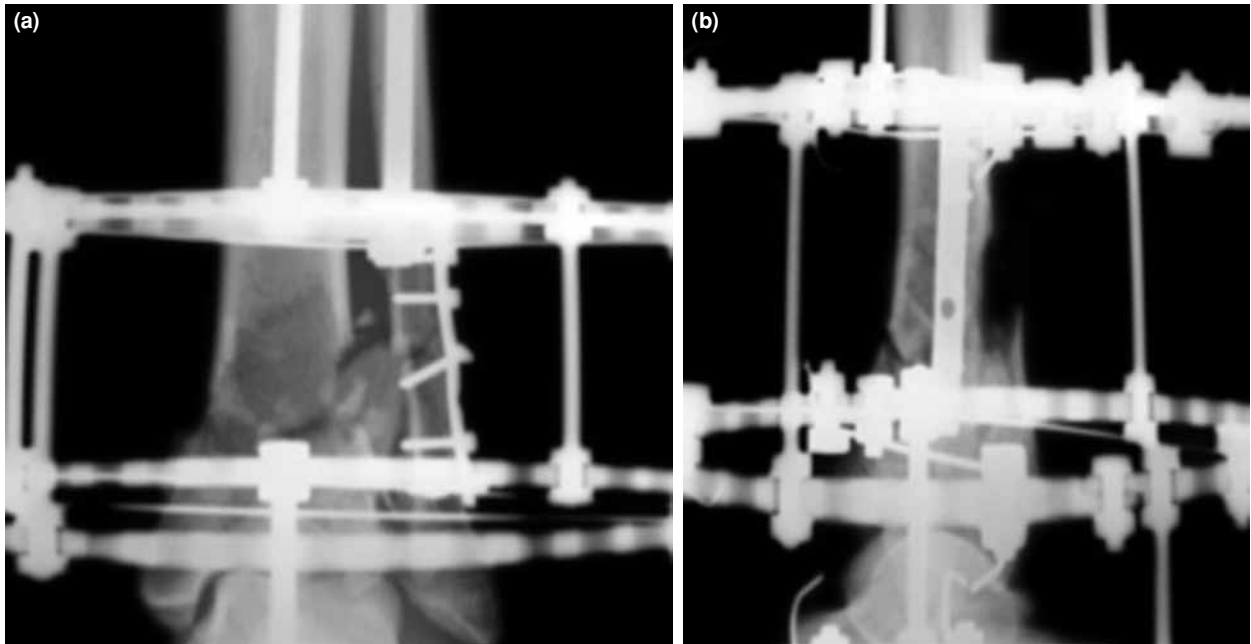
(a) Ruedi Allgower tip III kırıklı bir hastanın ameliyat öncesi ön-arka ayak bileği grafisi. (b) Yan ayak bileği grafisi.
